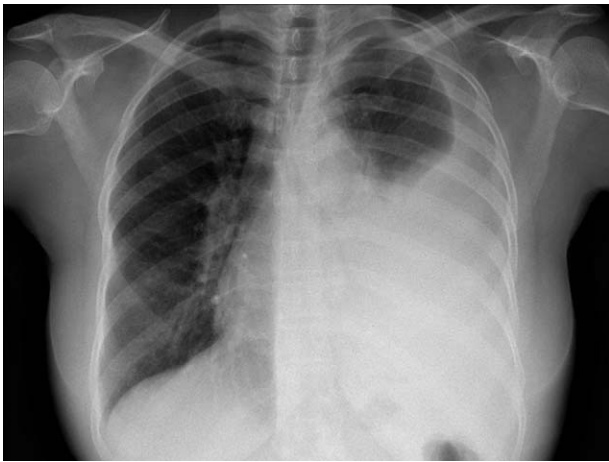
Proyección posteroanterior de la radiografía simple de tórax en la que se aprecia imagen de derrame pleural masivo izquierdo junto a aumento de tamaño del hilio pulmonar derecho indicativo de la presencia de adenopatías.
